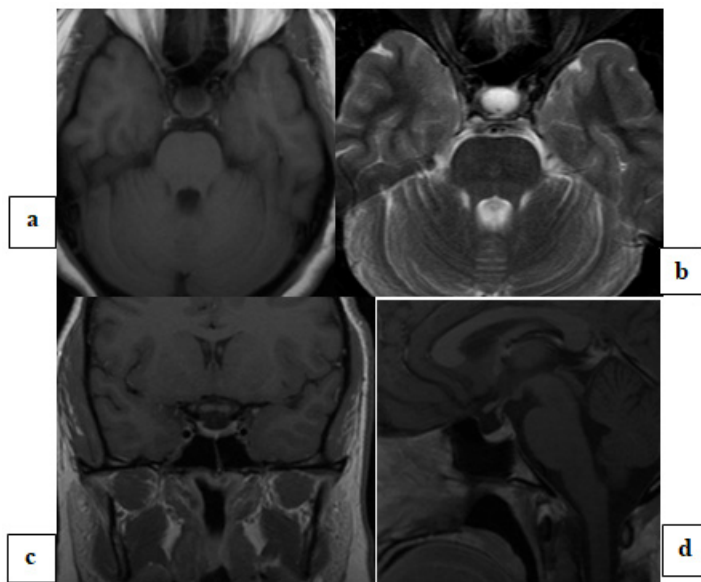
Patiente de 29 ans adressée pour exophtalmie. IRM cérébrale, coupe axiale T1(a) axiale T2 écho de gradient (b), sagittale T1 (c) et coronale après injection de gadolinium (d) montrant un kyste de la poche de Rathkesans effet de masse sur le chiasma optique hypophyse normale
